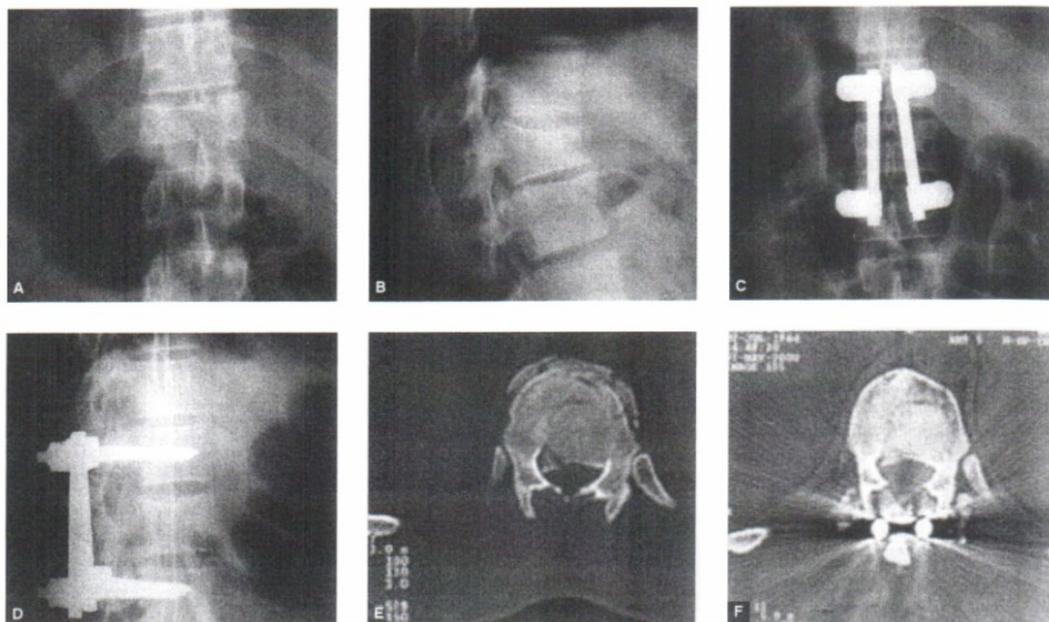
Exemplo de fratura do Tipo A3 tratada por abordagem posterior. Paciente do sexo masculino, 34 anos, Frankel E., com fratura associada do fêmur esquerdo. Radiografias e tomografias computadorizadas antes e depois da operação.
